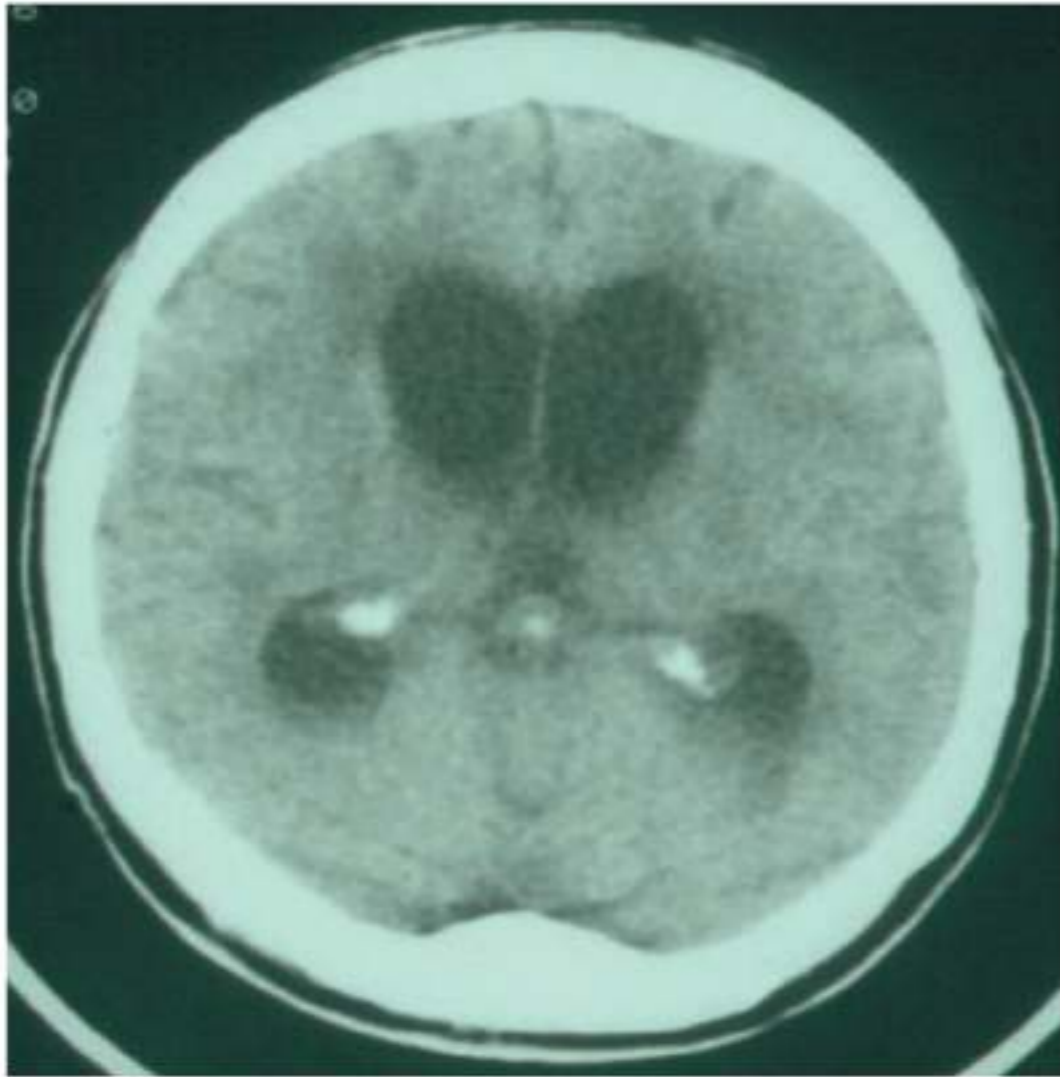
Computed tomography scan showing enlarged lateral cerebral ventricles from cryptococcal meningitis.
